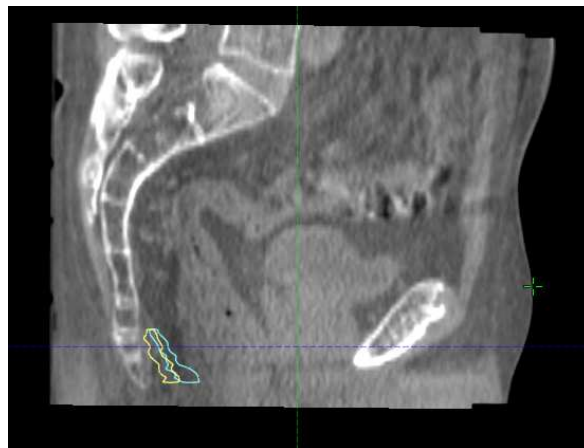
Visione sagittale diversa posizione muscolo tra TC di centraggio e CBCT1
